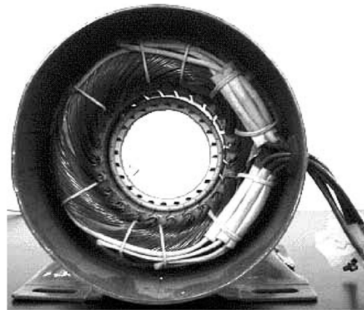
16 channel phase-sensitive magnetic induction tomography system [7].
